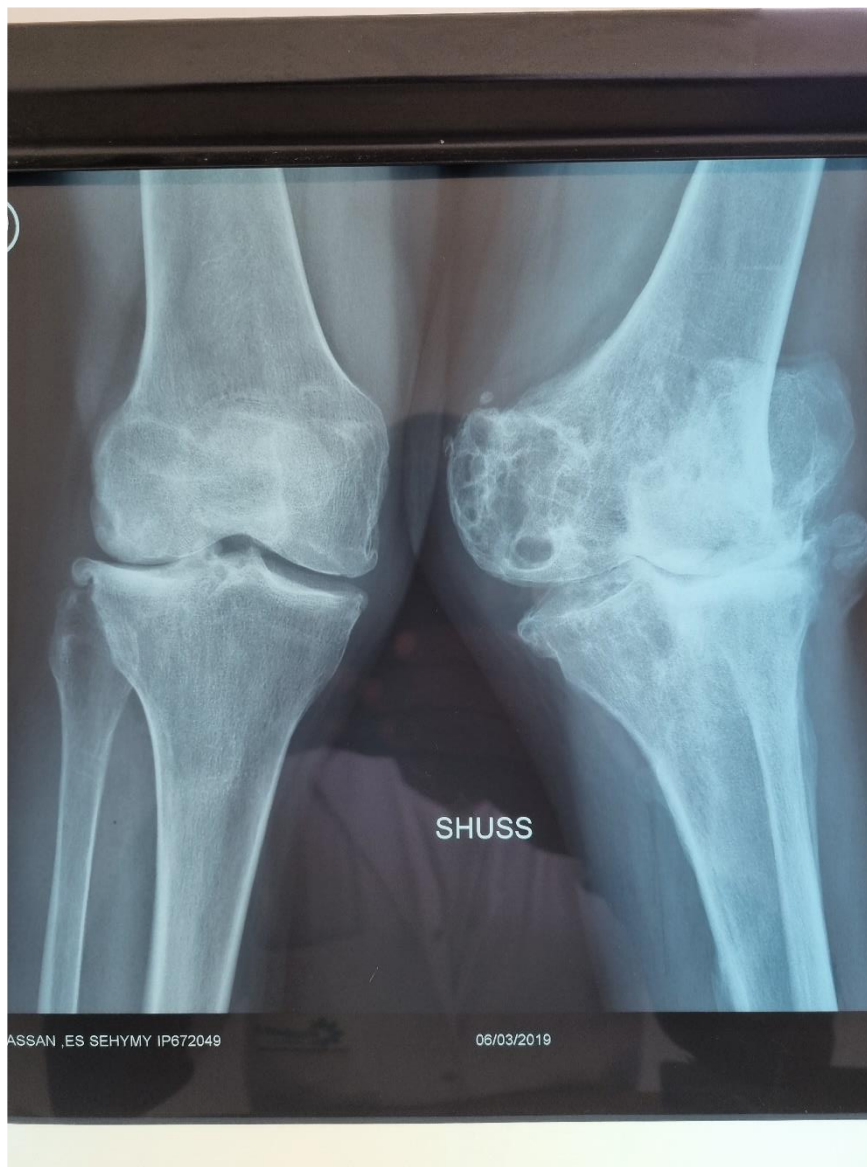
Radiographie de face incidence SHUSS (service traumatologie b3
